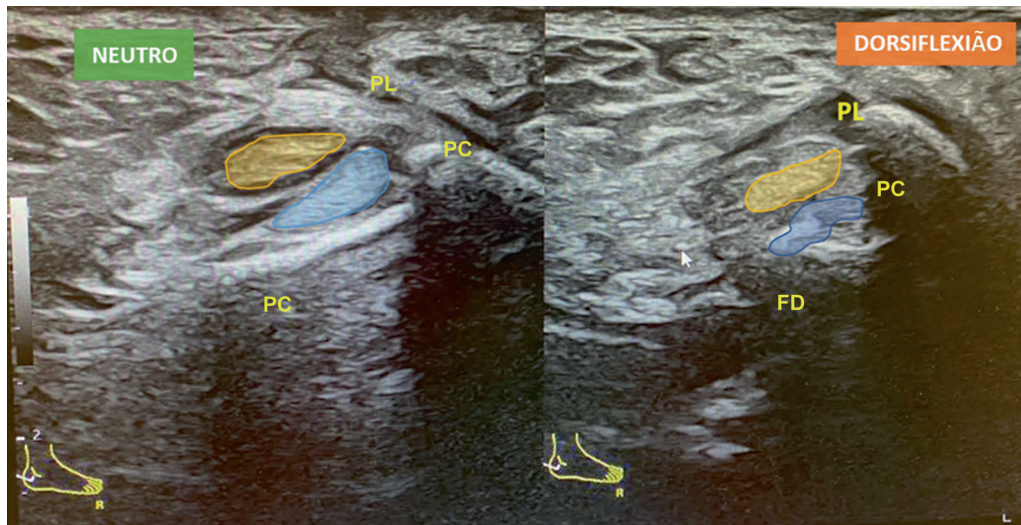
Ultrassonografia dinâmica pós-operatória: posicionamento retromaleolar normal dos tendões fibulares tanto em repouso (esquerda) quanto em dorsiflexão (direita). Abreviaturas: PL, tendão fibular longo; PC, tendão fibular curto.
